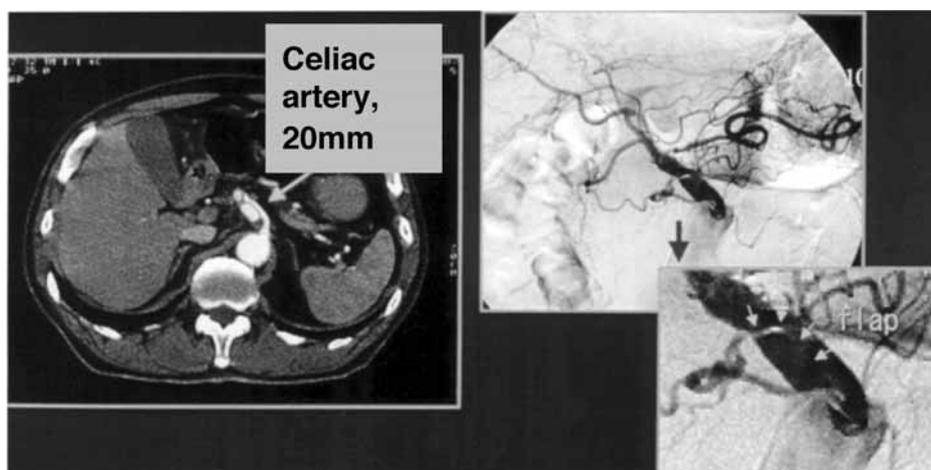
Case 1: Contrast-enhanced CT showed dissection of the celiac artery (left). Angiography showed false lumen and flap in the celiac artery (right above, right below).
